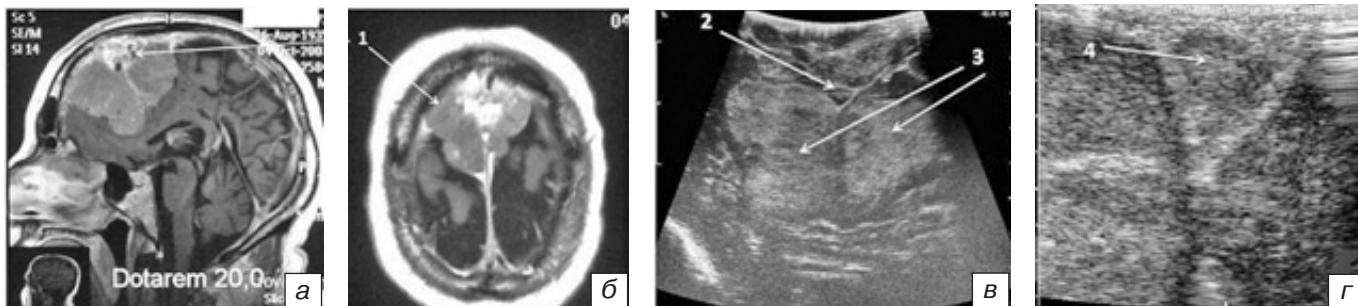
МРТ и ИС пациента с гигантской менингиомой передней трети серповидного отростка: а, б — Т1-взвешенное изображение МРТ головного мозга в сагиттальной проекции, на которой определяется гигантская менингиома (1) передней трети фалькса; в — ИС до вскрытия ТМО, при которой определяется гиперэхогенное образование (менингиома) (3) с умеренно четкими неровными контурами, располагающееся с обеих сторон от верхнего сагиттального синуса (2) и серповидного отростка; г — ИС до вскрытия ТМО. Верхний сагиттальный синус обтурирован опухолью (4).
